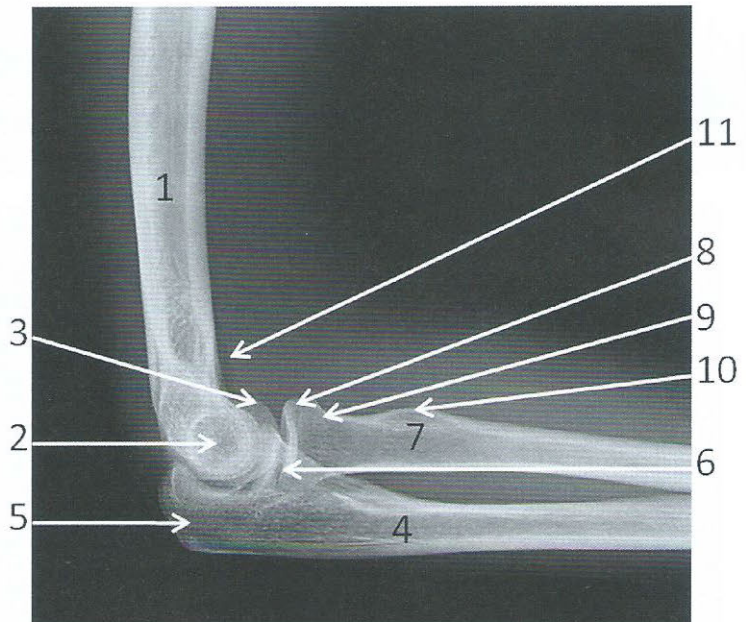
Radiographie du coude droit de profil
